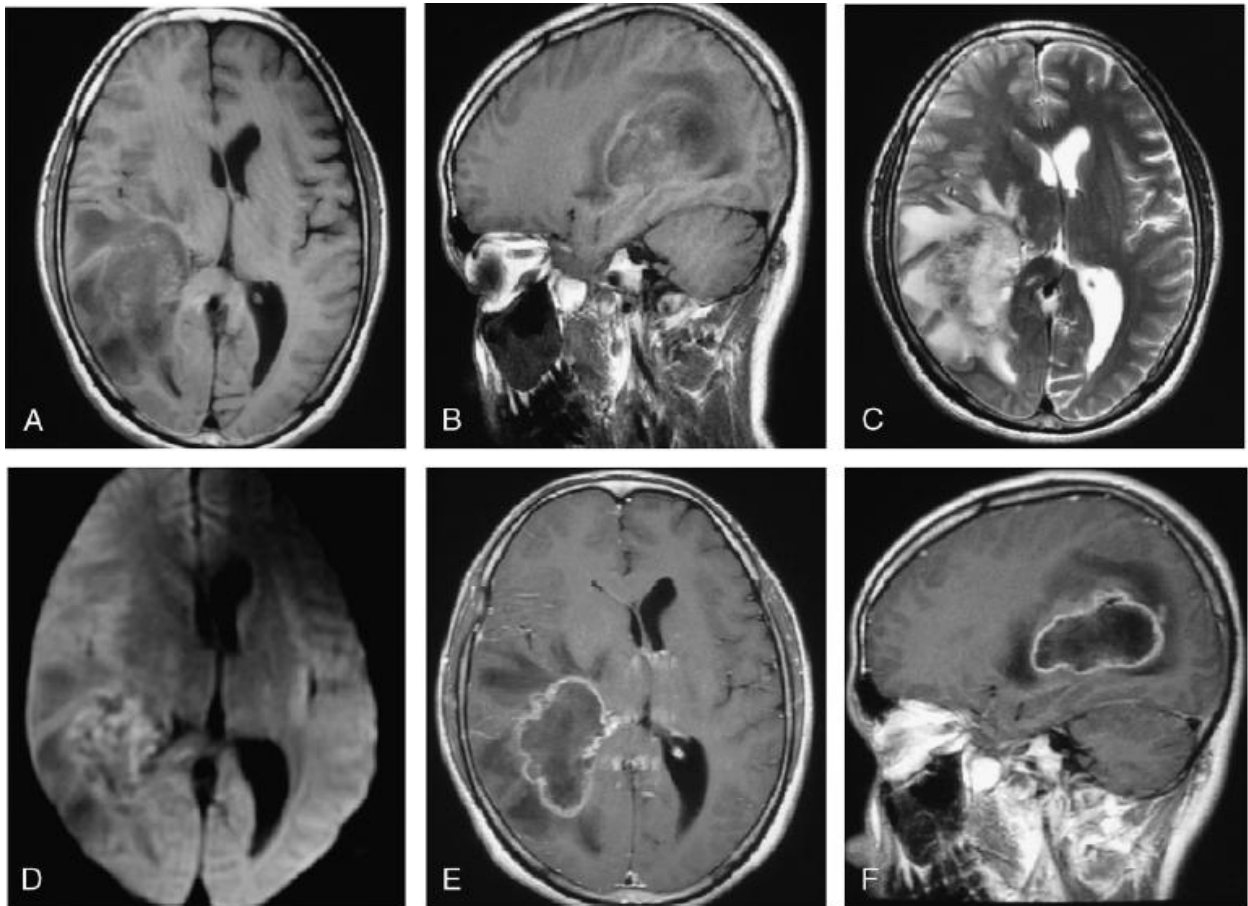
IRM cérébrale d'un gliosarcome chez une patiente de 31 ans montrant sur une coupe axiale (A) et sagittale (B) en T1 pondérée une masse temporo-occipitale bien limitée avec un aspect hypointense et un anneau isointense en périphérie. En pondération T2 (C), la masse est hétérogène avec œdème et effet de masse. Sur l'image en diffusion (D), la tumeur est en hypersignal. La séquence T1, après injection de gadolinium, objective sur une coupe axiale (E) et sagittale (F) un rehaussement annulaire avec nécrose centrale [41].
